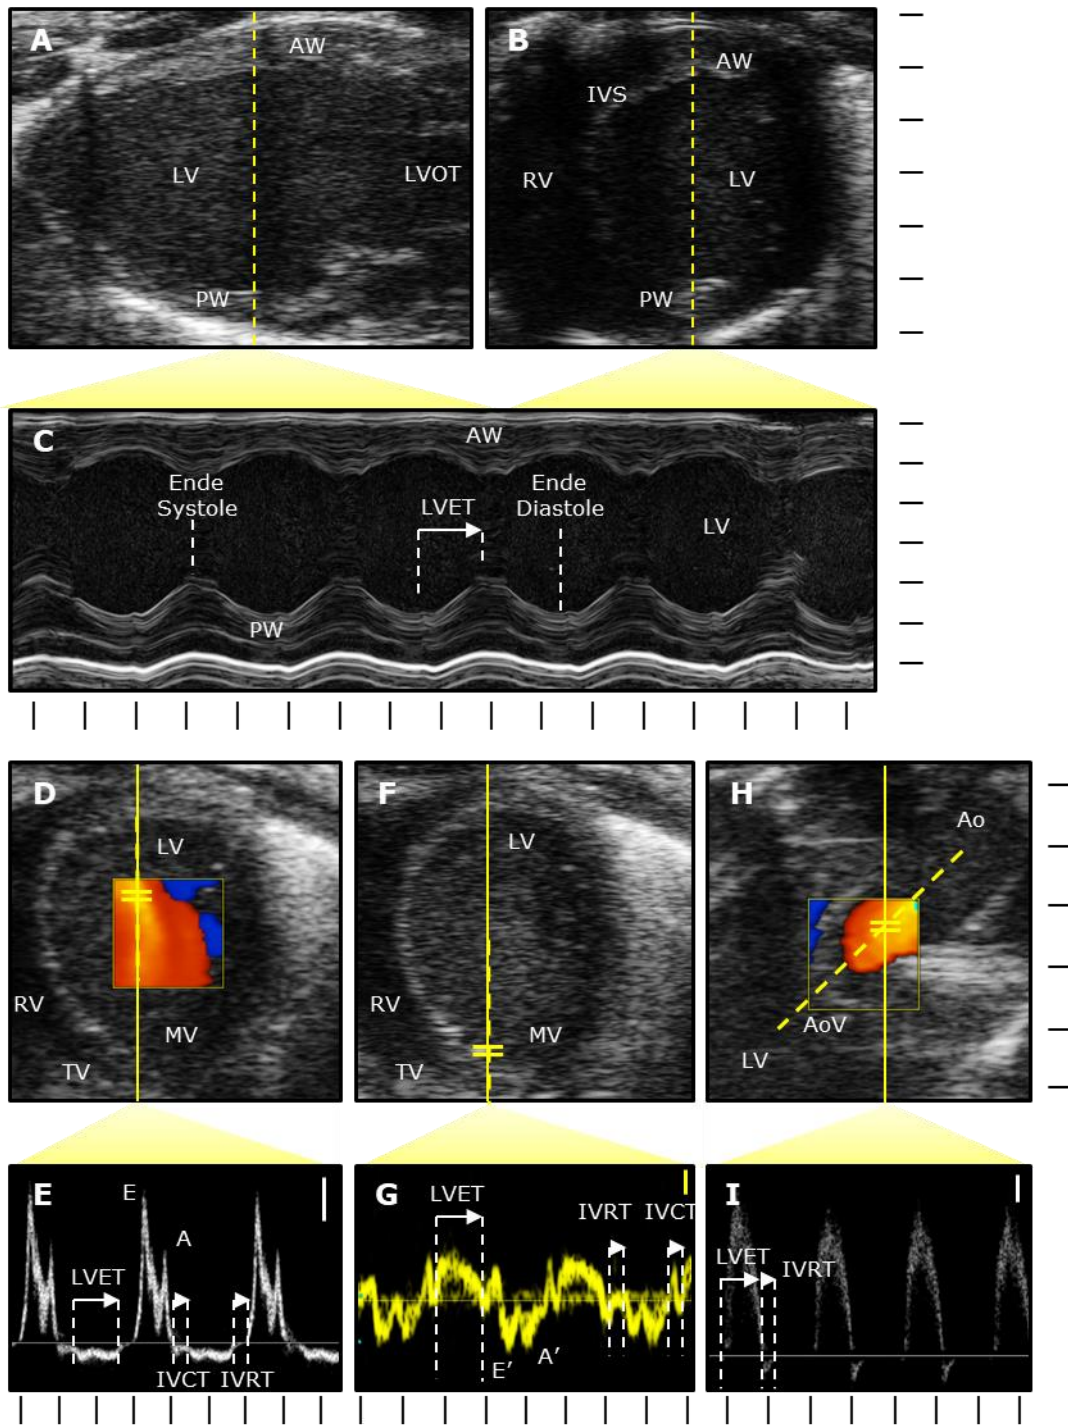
Repräsentative Aufnahmen echokardiographischer Analysen. Für die Analyse von Anatomie, Kontraktion und Strain wurden zuerst Aufnahmen im B-Modus in parasternal langer Achse (PSLAX) (A) und kurzer Achse (SAX) (B) generiert und anschließend die Herzmitte im Querschnitt im M-Modus zeitlich aufgelöst (C). Die diastolische Funktion wurde im apikalen Vierkammerblick (APIC4) analysiert. Für ventrikuläre Einstromgeschwindigkeiten wurde im Farb-Doppler der maximale Fluss geortet (D) und dieser mit *Pulsed Wave* (PW)-Doppler zeitlich aufgelöst (E). Die Geweberelaxationsgeschwindigkeit wurde am Mitralklappenannulus mit Gewebedoppler analysiert (F & G). Zuletzt wurde in der suprasternalen langen Achse (SSLAX) die Auswurfgeschwindigkeit an der Aortenklappe mit Farb- und PW Doppler aufgenommen (H & I). Die gelbe gestrichelte Linie stellt die Bildachse für zeitliche Auflösung dar. Skalen: vertikal: mm, horizontal: 50 ms, Geschwindigkeiten: weiß: 200 mm/s, gelb: 15 mm/s; Ao: Aorta, AoV: Aortenklappe, AW: Vorderwand, IVCT: isovolumetrische Kontraktionszeit, IVRT: isovolumetrische Relaxationszeit, IVS: interventrikuläres Septum, LV: linker Ventrikel, LVET: linksventrikuläre Auswurfzeit, LVOT: linksventrikulärer Ausflusstrakt, MV: Mitralklappe, RV: rechter Ventrikel, TV: Trikuspidalklappe.
